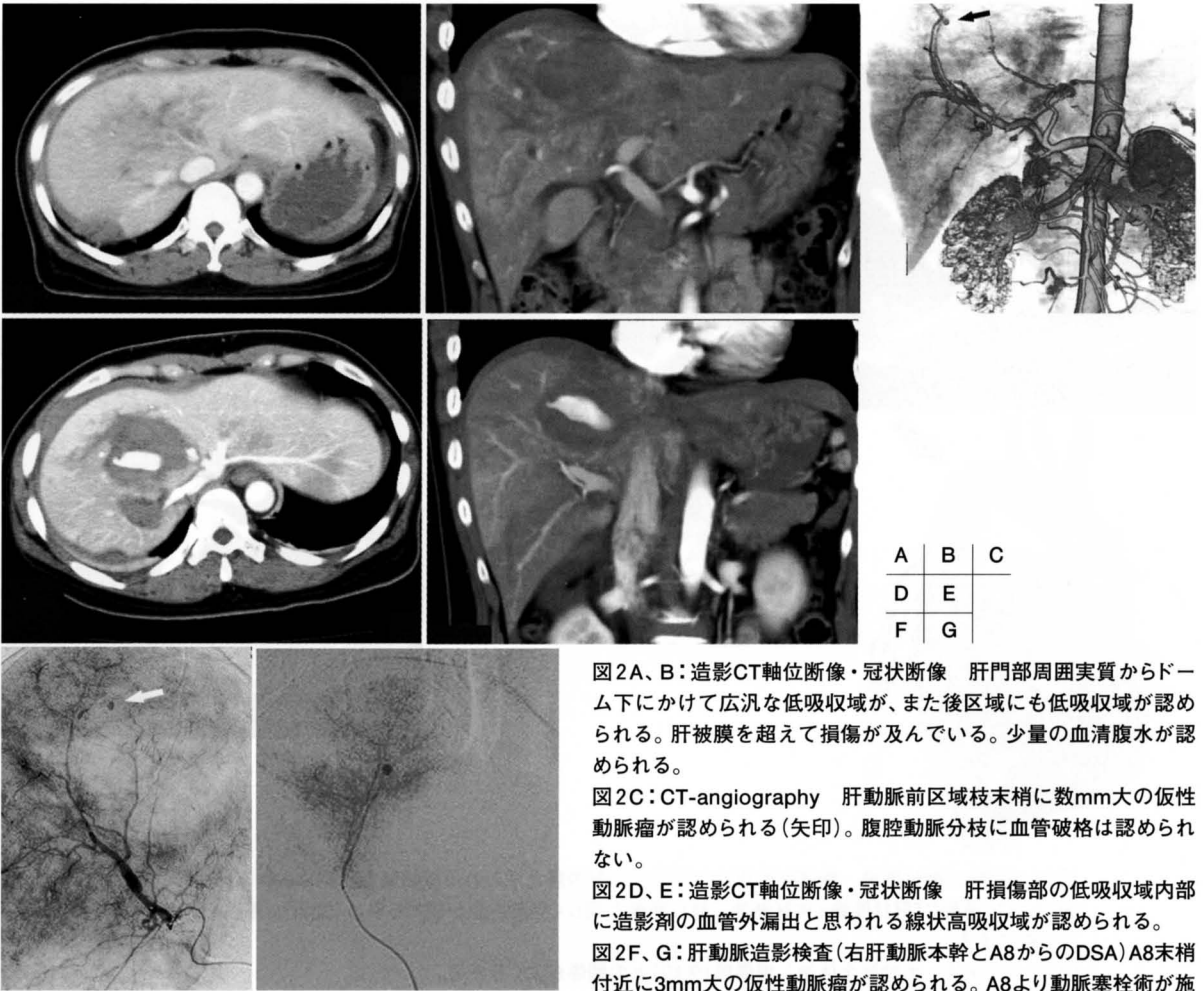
B：造影CT軸位断像・冠状断像 肝門部周囲実質からドーム下にかけて広汎な低吸収域が、また後区域にも低吸収域が認められる。肝被膜を超えて損傷が及んでいる。少量の血清腹水が認められる。
